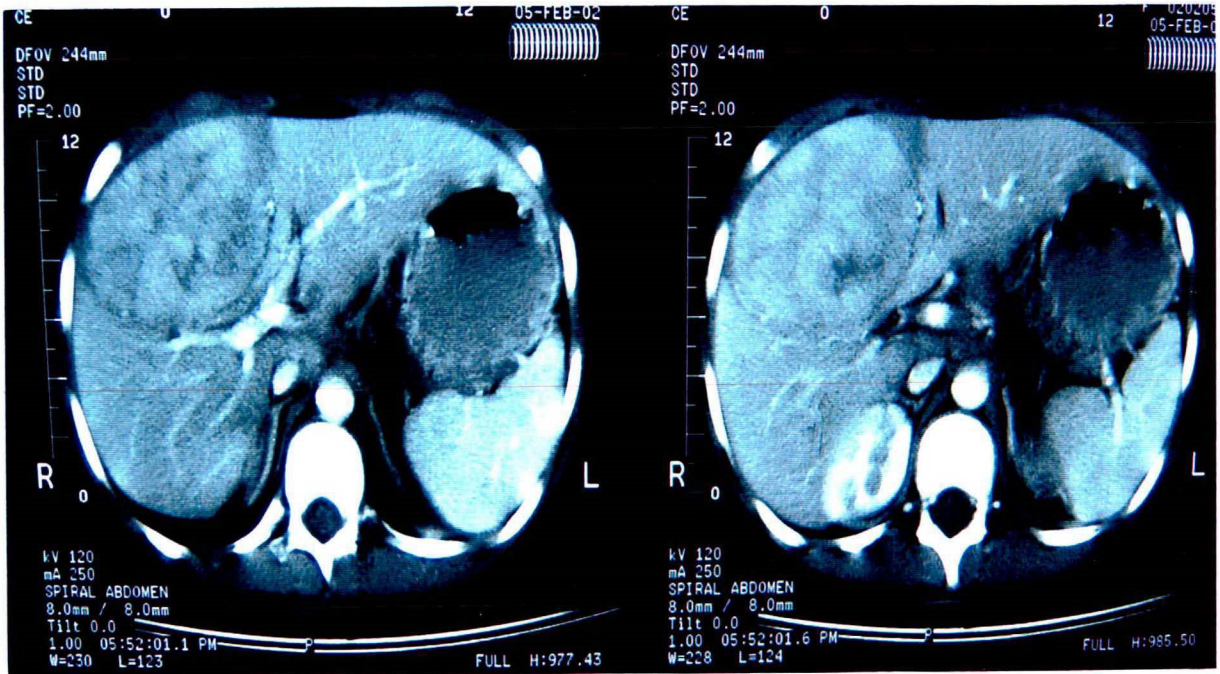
Imagem de TC de abdômen mostrando massa hepática com septações radiais e halo hipodenso.
